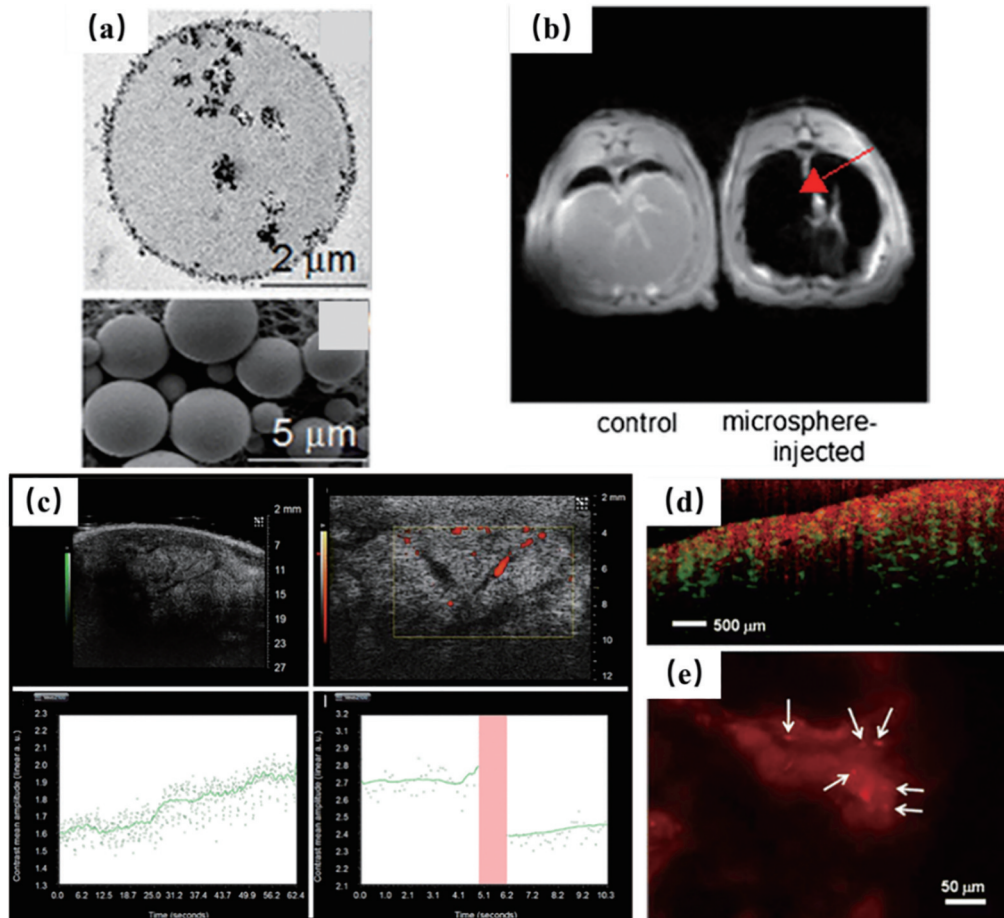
包含磁性纳米材料和染料的微球的多模态成像<sup>[41]</sup>。(a)微球的 TEM 和扫描电镜(SEM)图;(b)微球在肝脏部位的 MRI 影像;微球在肿瘤中的(c)超声影像、(d)MM-OCT 影像和(e)FI 影像
